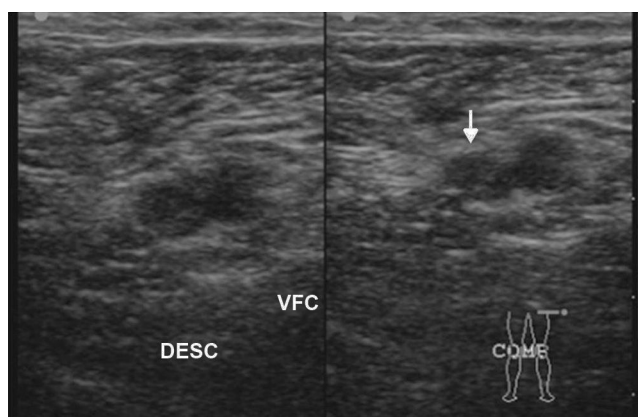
Ecografía por edema del miembro inferior izquierdo muestra la región femoral común, con falta de compresión de la vena y material ecogénico en su interior (flecha), indicativo de trombosis venosa.
